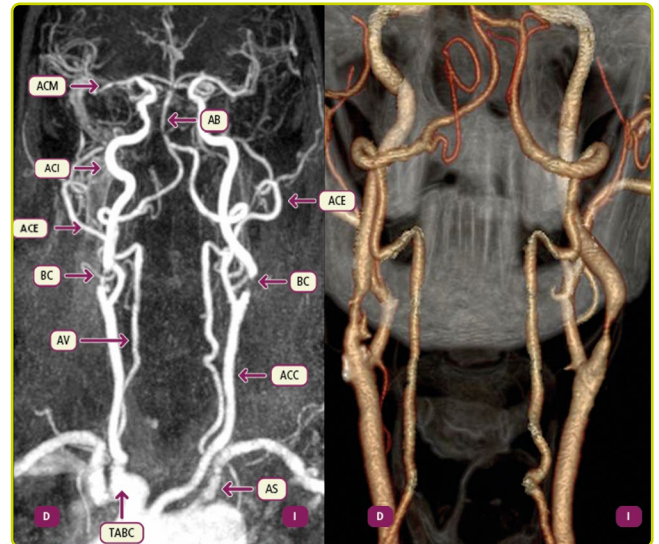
Angio-RM de una paciente con estenosis carotídea bilateral. En ambos lados existe estenosis de la carótida, interna (ACI) y externa (ACE), respectivamente, inmediatamente distal al bulbo carotídeo (BC). La angio-TC muestra los hallazgos con más claridad.
